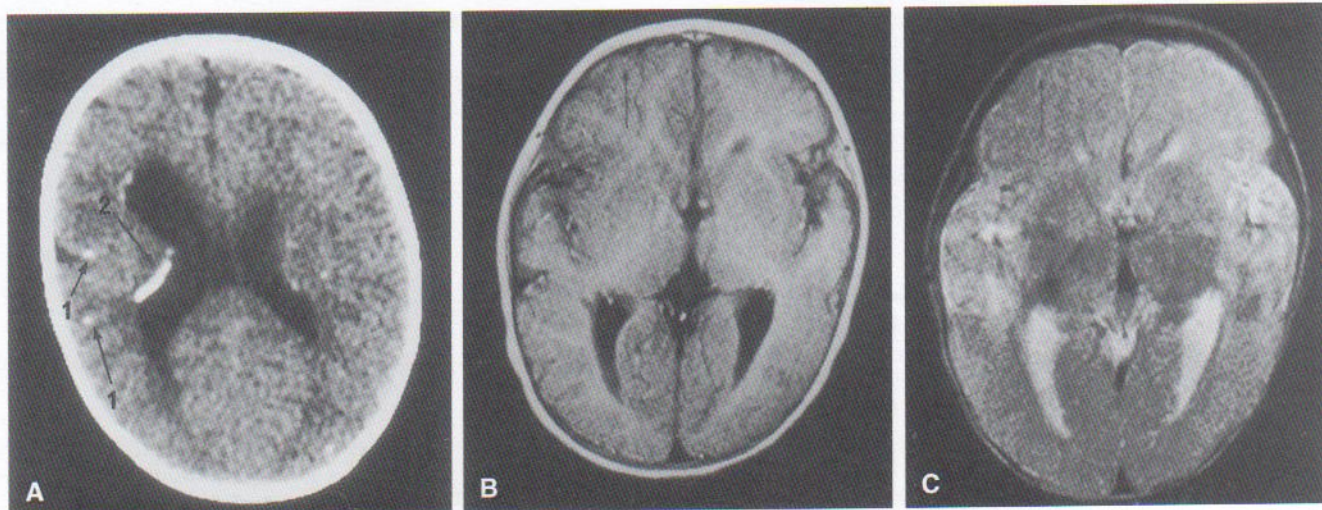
Anomalías congénitas inducidas en la infección por *Toxoplasma*. Las imágenes diagnósticas se obtuvieron a los dos años y nueve meses de edad. A, TC simple. Los ventrículos laterales están moderadamente dilatados. Son evidentes múltiples focos calcificados en el parénquima cerebral (flechas 1) y a lo largo de la pared ventricular (flecha 2). B, RM, T₁, WI (400/22, 0,5 T). Las circunvoluciones corticales del lado izquierdo están ensanchadas y la corteza engrosada en el lóbulo frontal izquierdo (flecha) en comparación con las estructuras correspondientes a la derecha. C, RM, T₂, WI (2.500/120, 0,5 T). El lóbulo frontal izquierdo muestra hipointensidad anómala (flecha). (Tomado de Yokota K: *Congen Anom* 35:151, 1995.)
